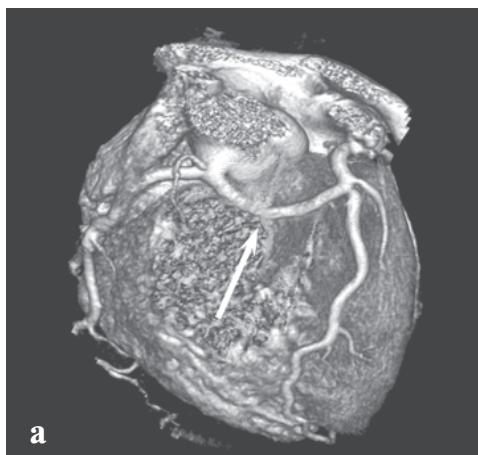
Больной С., 38 лет: а – КТ-коронарография, VRT-реконструкция. Злокачественный тип отхождения левой коронарной артерии (ЛКА) от ПКА с прохождением ствола ЛКА между луковицей аорты и легочным стволом (стрелка); б – дивертикулы левого желудочка (стрелки)
